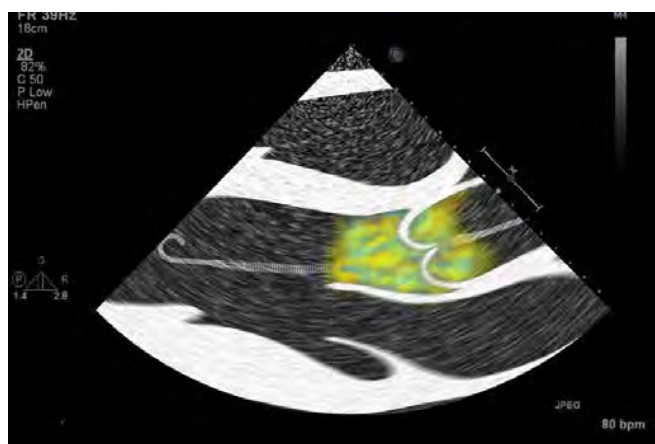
Posición incorrecta del catéter Impella (ETT Doppler en color)
